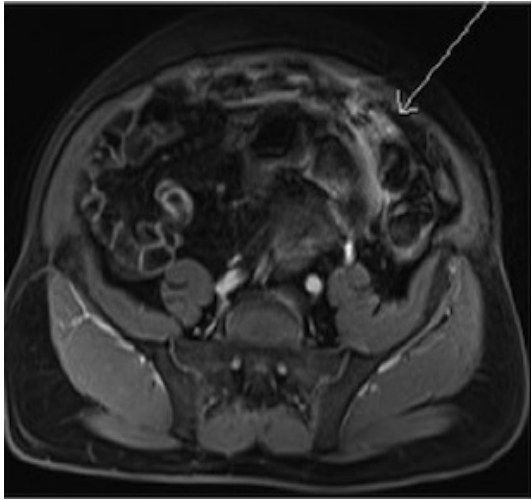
Entéro-IRM, coupe axiale, séquence T1 après injection IV de Gadolinium et saturation de graisse. Prise de contraste mal délimitée de la graisse en fosse iliaque gauche au contact d'anses grêles et du côlon gauche, sans épaissement de celles-ci.
